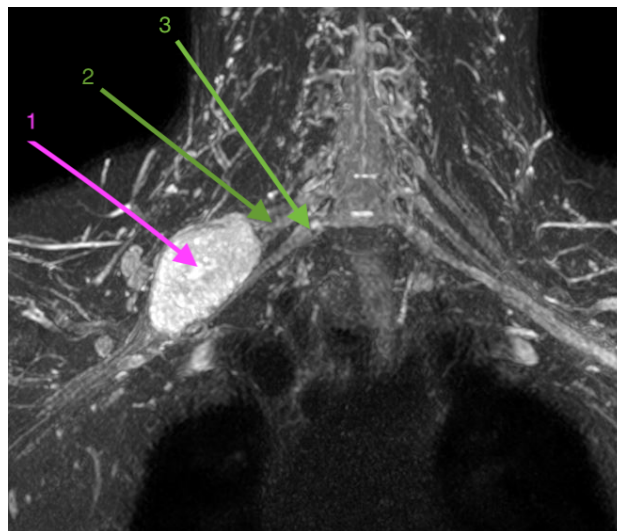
RM coronal en STIR. 1. Schwannoma de plexo braquial derecho. 2. Tronco medio del plexo braquial. 3. Tronco inferior del plexo braquial.
